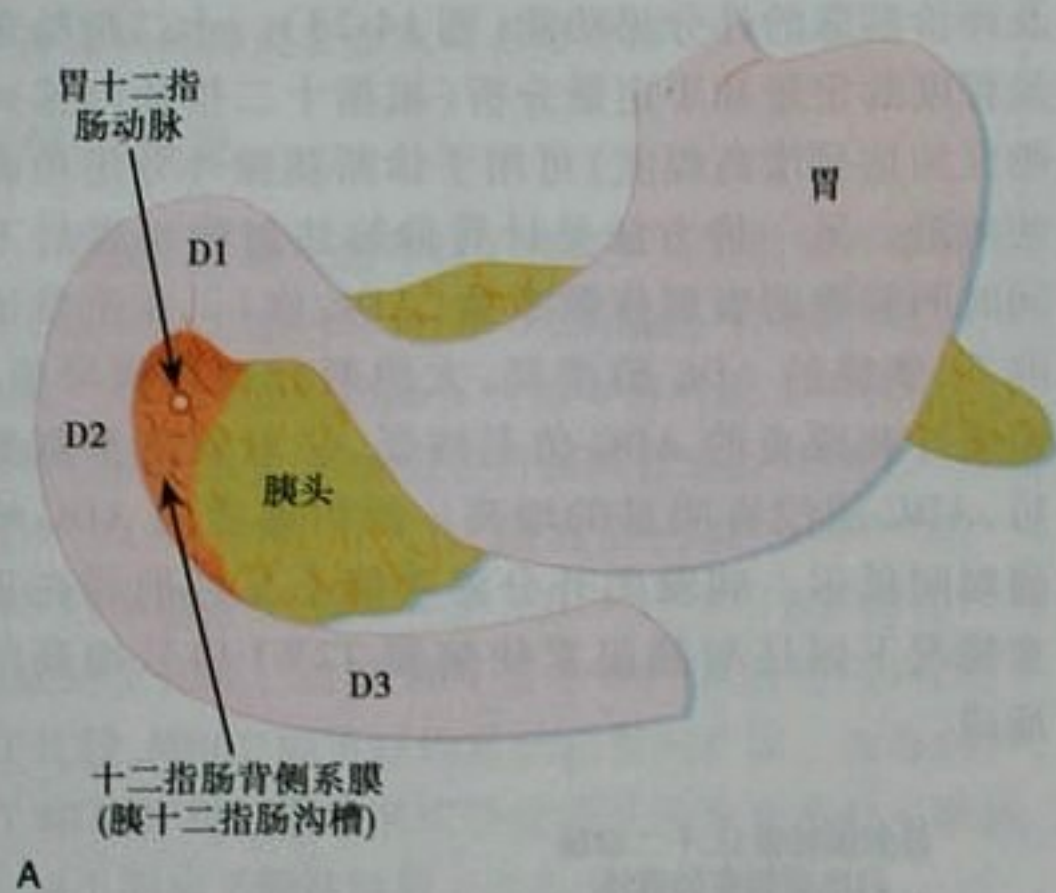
“沟槽状胰腺炎”。A. 十二指肠背侧系膜的解剖,即沟槽状胰腺炎位置;B. CT 显示十二指肠与胰头间的炎症
